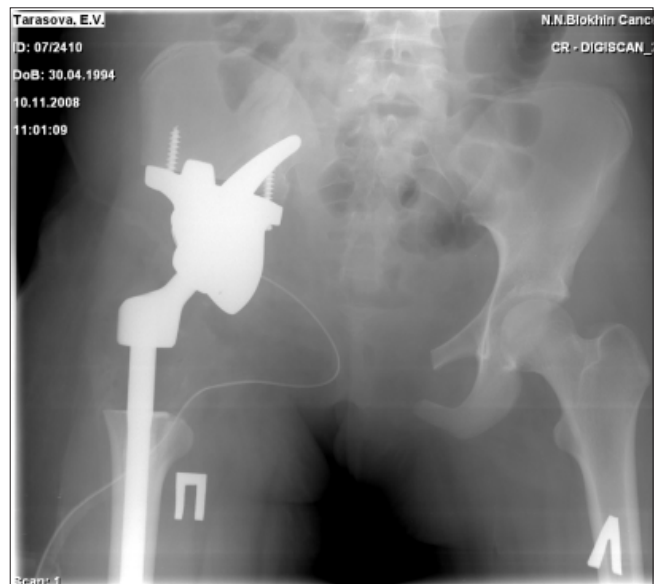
д. Рентгенограмма после операции
